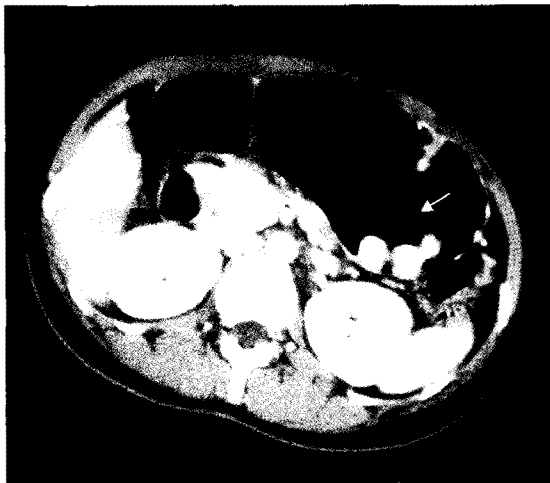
Abdominal CT scan shows multiple enhancing polypoid lesions in the stomach with no evidence of distant metastasis or peritoneal seeding.
